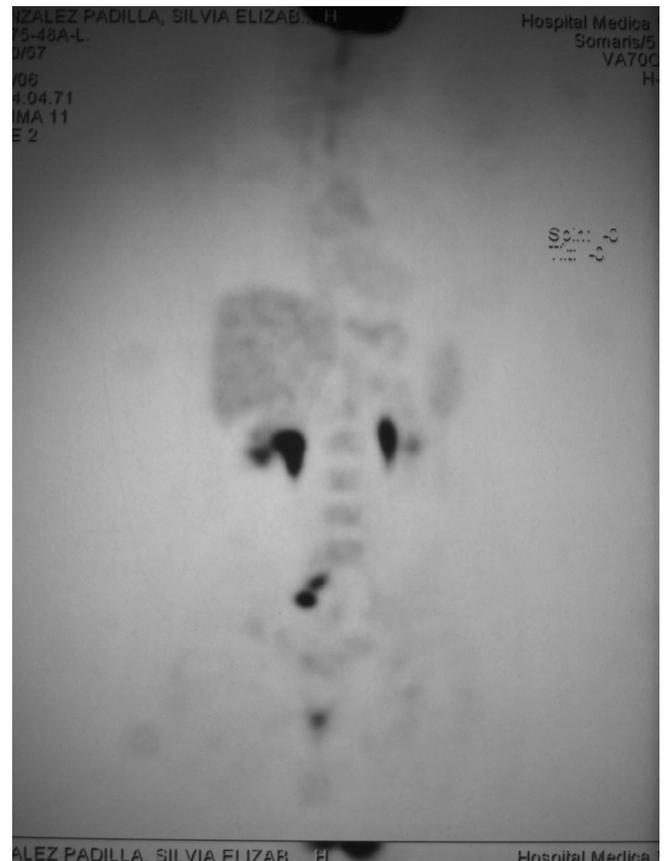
Tomografía por emisión de positrones (julio, 2006).
